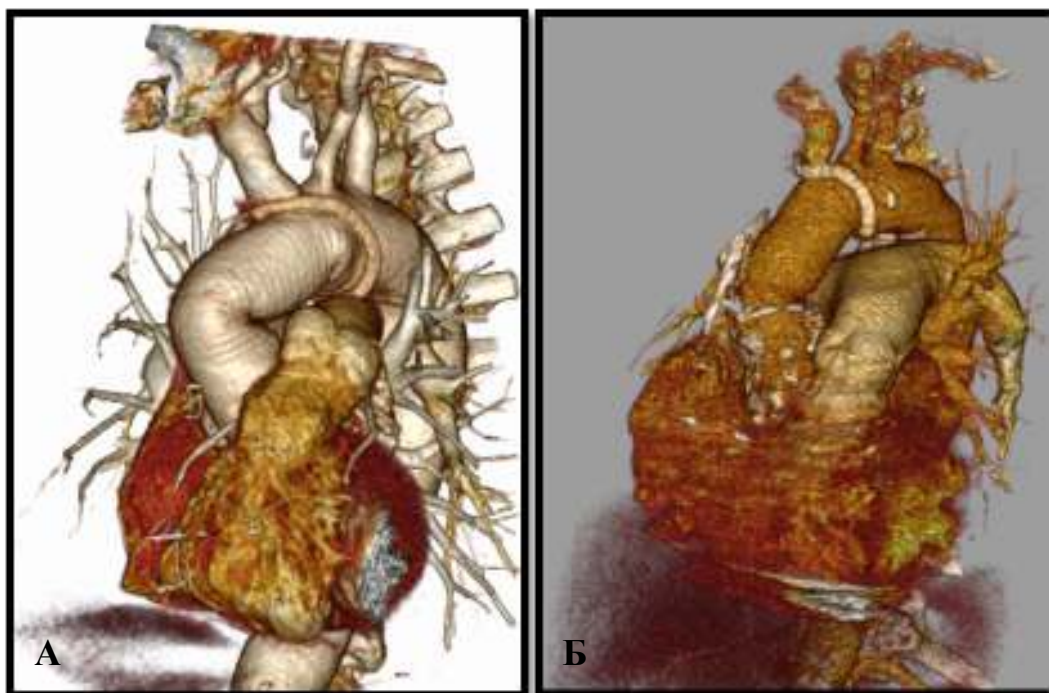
МСКТ больных с процедурой «полудуги»
